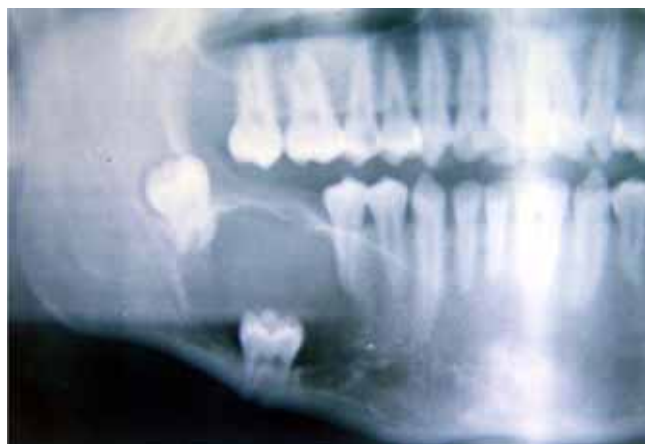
Radiografía panorámica, presentando una lesión radiolúcida bien delimitada, con un órgano dentario en su interior.
